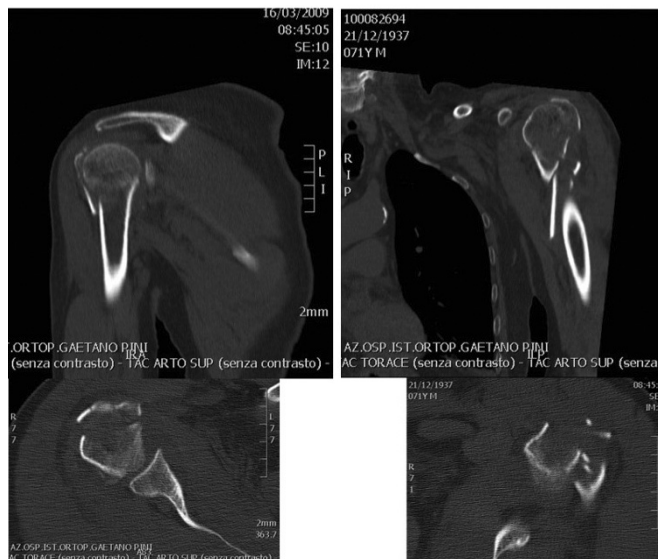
O.E. quadro TAC spalla destra e sinistra
